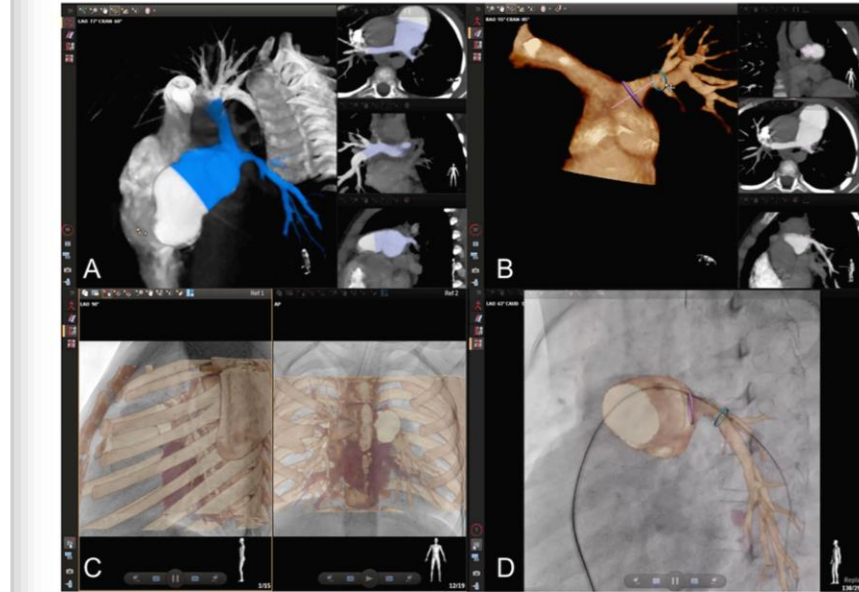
An example of fusion of CT for guidance of pulmonary artery stenting. After manual selection of the desired region of interest on the 3D reconstruction (A), key structures were marked with rings to highlight stent's landing zone. Next, the manipulated three-dimensional reconstruction was fused with fluoroscopy by using internal markers such as bony structures and shadows of the heart and great vessels. Finally, guidance of the procedure was performed with the three-dimensional roadmap overlaid on fluoroscopy. Modified from: Novel Three-Dimensional Image Fusion Software to Facilitate Guidance of Complex Cardiac Catheterization. Goreczny S, et al. *Pediatr Cardiol*. 2017;38:1133–1142.
